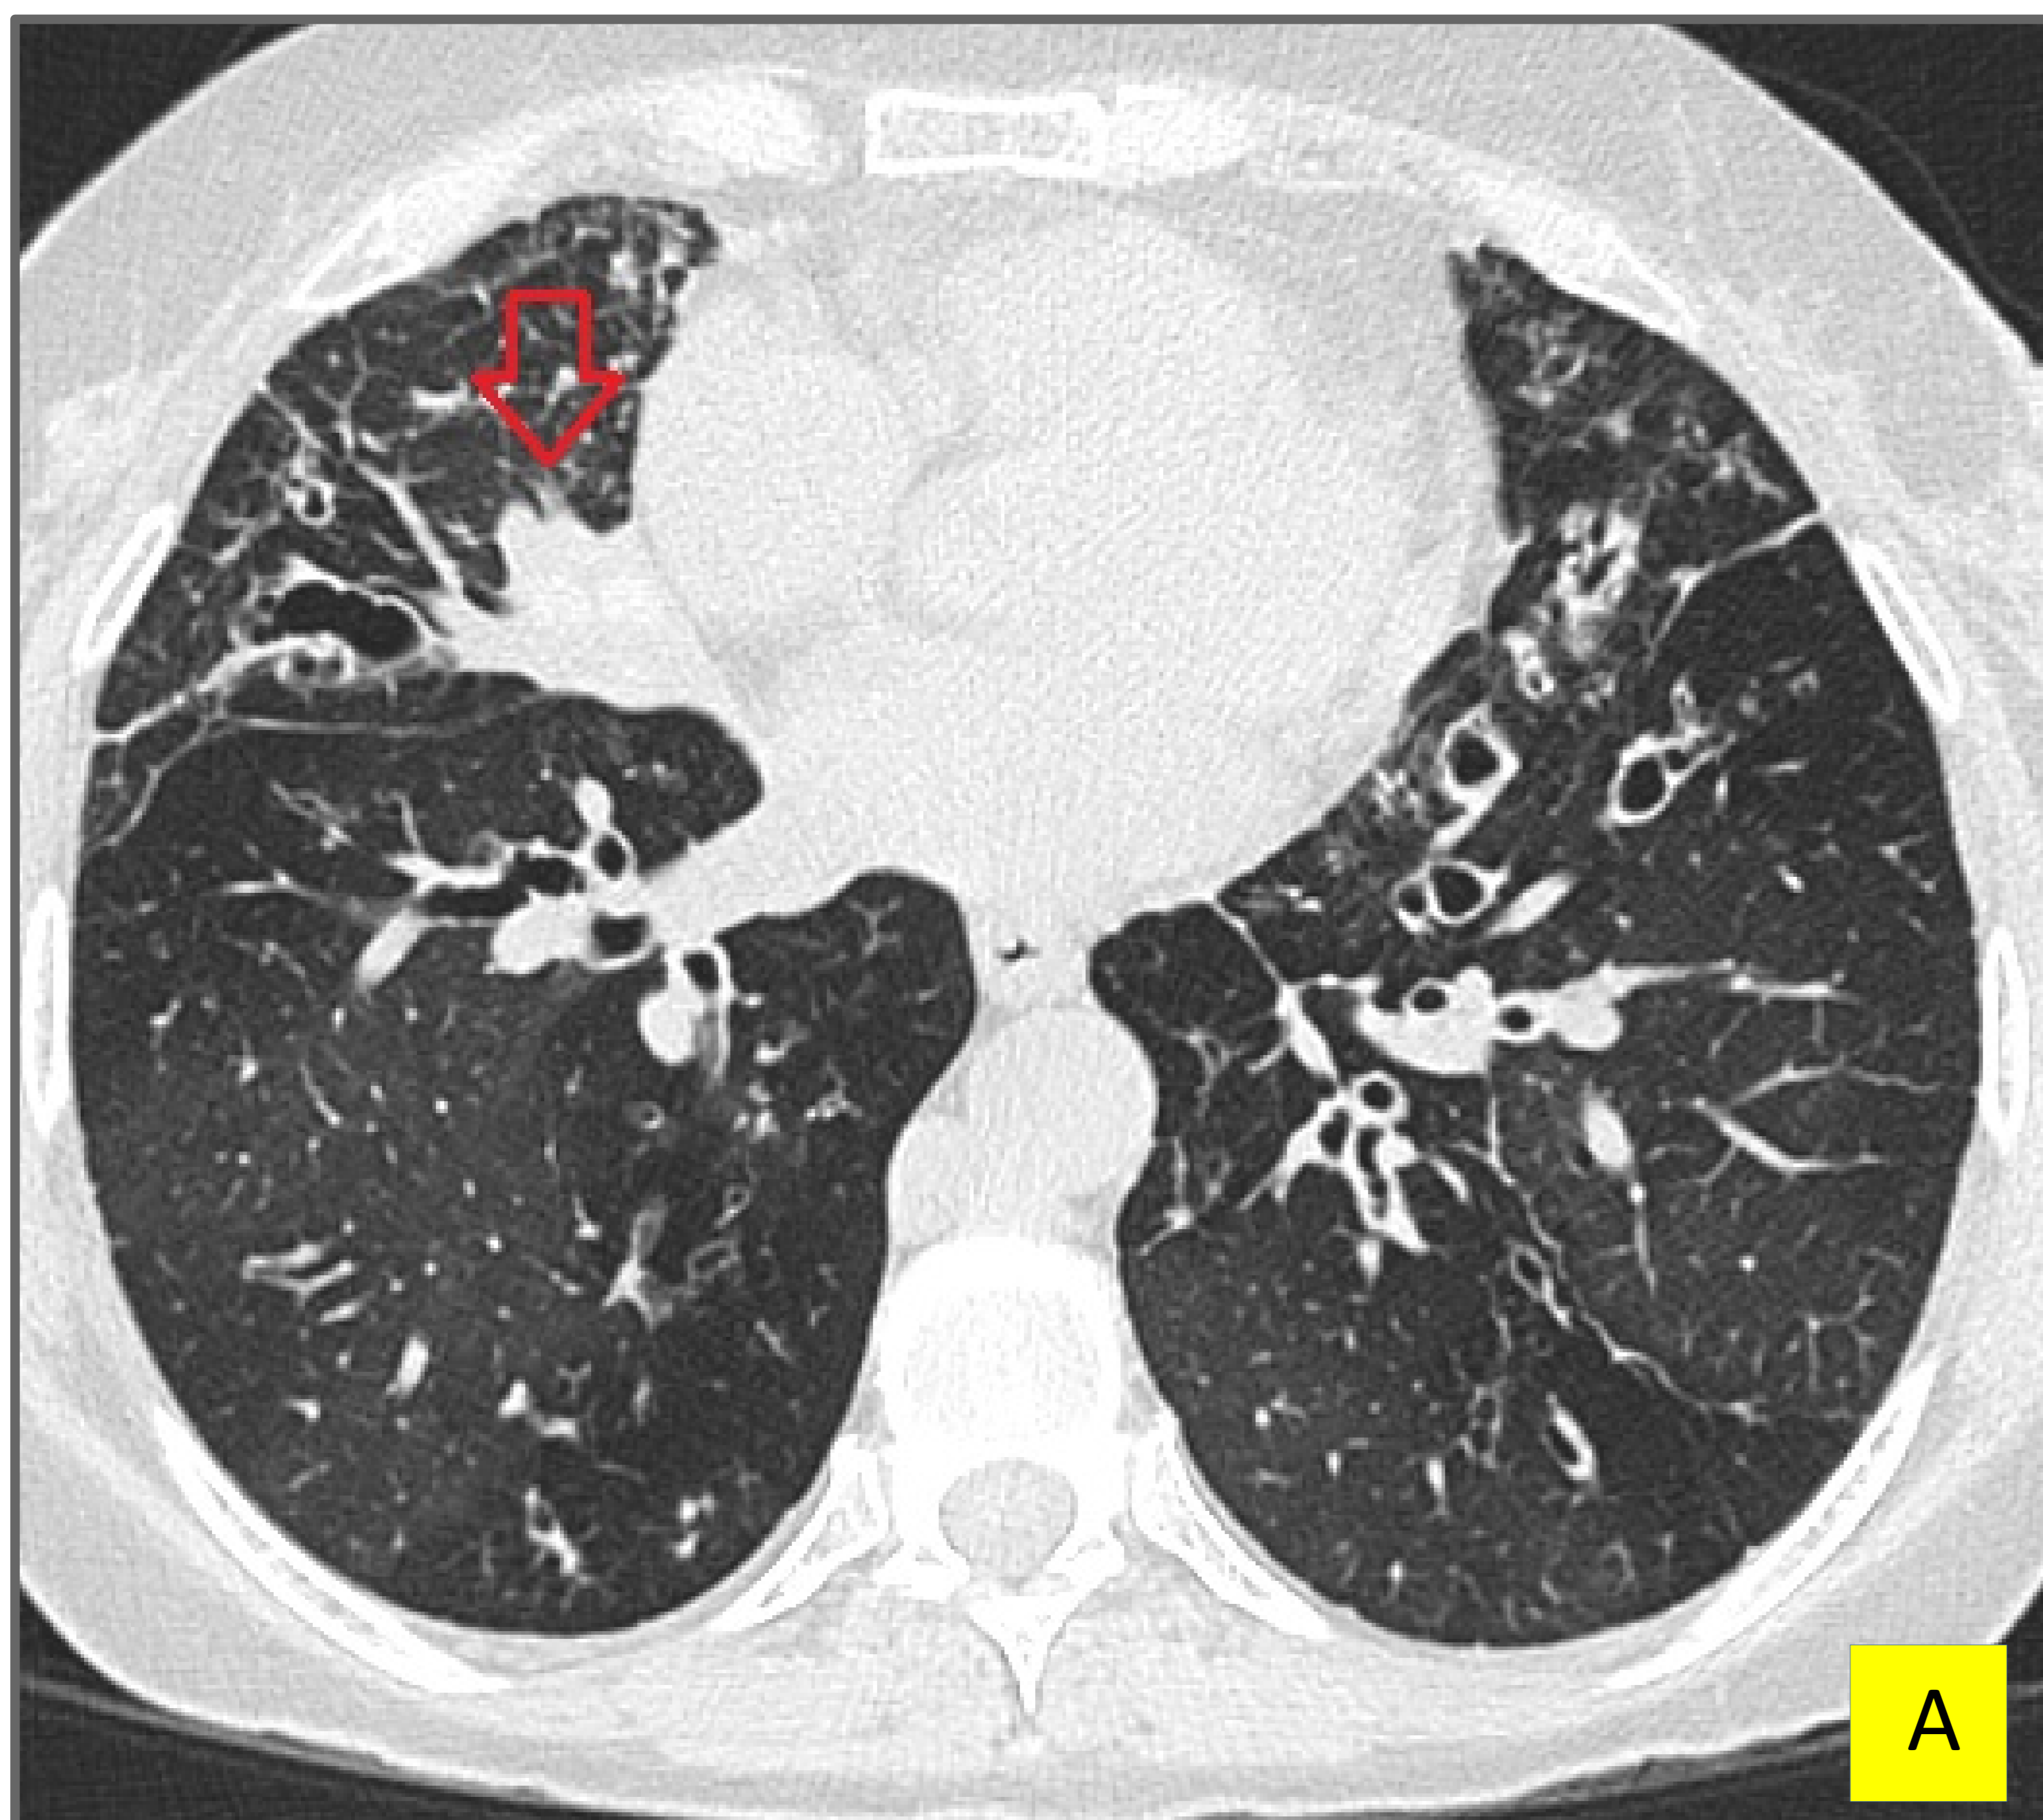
Corte axial de TC torácico, realizado en paciente con asma de larga duración y mal control, que presenta bronquiectasias centrales (flecha roja) con impactación mucosa densa. Se puede observar en la imagen B que la densidad del muco es mayor que las estructuras del mediastino.
